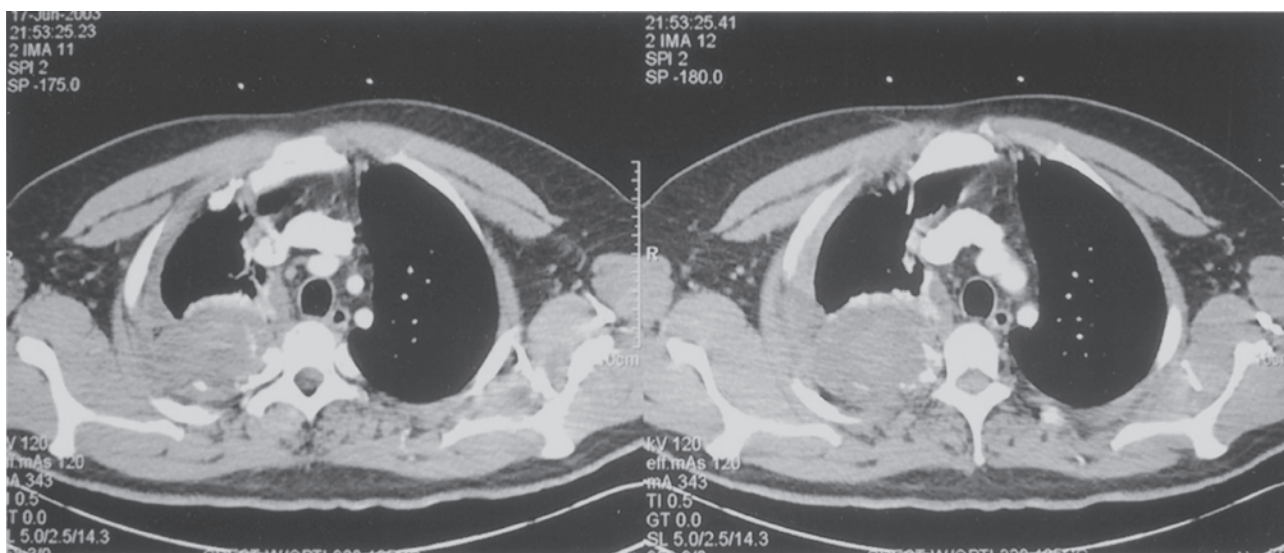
Tomografía computarizada de tórax que muestra un tumor en la cara posterior del pulmón derecho. En la situación clínica apropiada, las calcificaciones punteadas (estrías blanquecinas en una tumoración en el pulmón derecho) sugieren fuertemente condrosarcoma.
